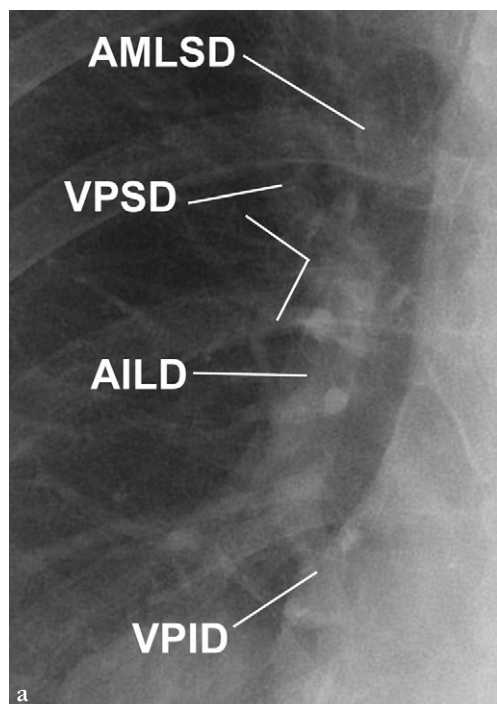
Le hile droit en radiographie standard en incidence de face.
